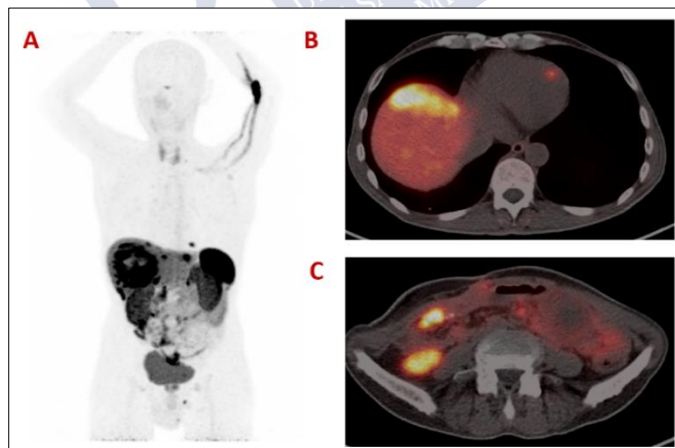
^{68}Ga -Dotatoc PET-TC en el diagnóstico de un paciente con tumor neuroendocrino ileal con enfermedad hepática peritoneal, ganglionar y cardíaca. A: Imagen de máxima proyección, B: Visualización de la metástasis cardíaca y C: Identificación del tumor primario en íleon.
